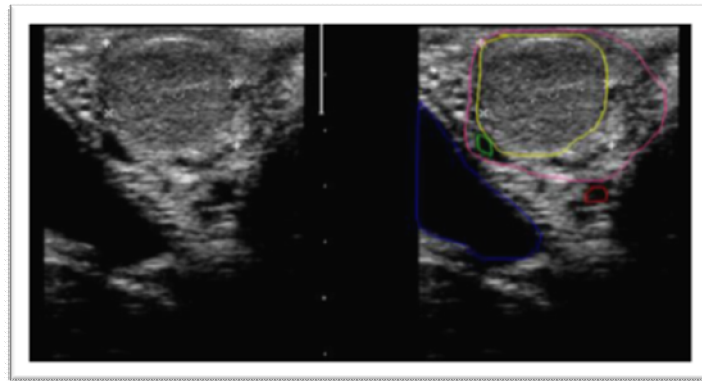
Image échographique d'un corps jaune (le corps jaune est délimité par la ligne jaune, l'ovaire est délimité par la ligne rose, la ligne bleue délimité la vessie)
